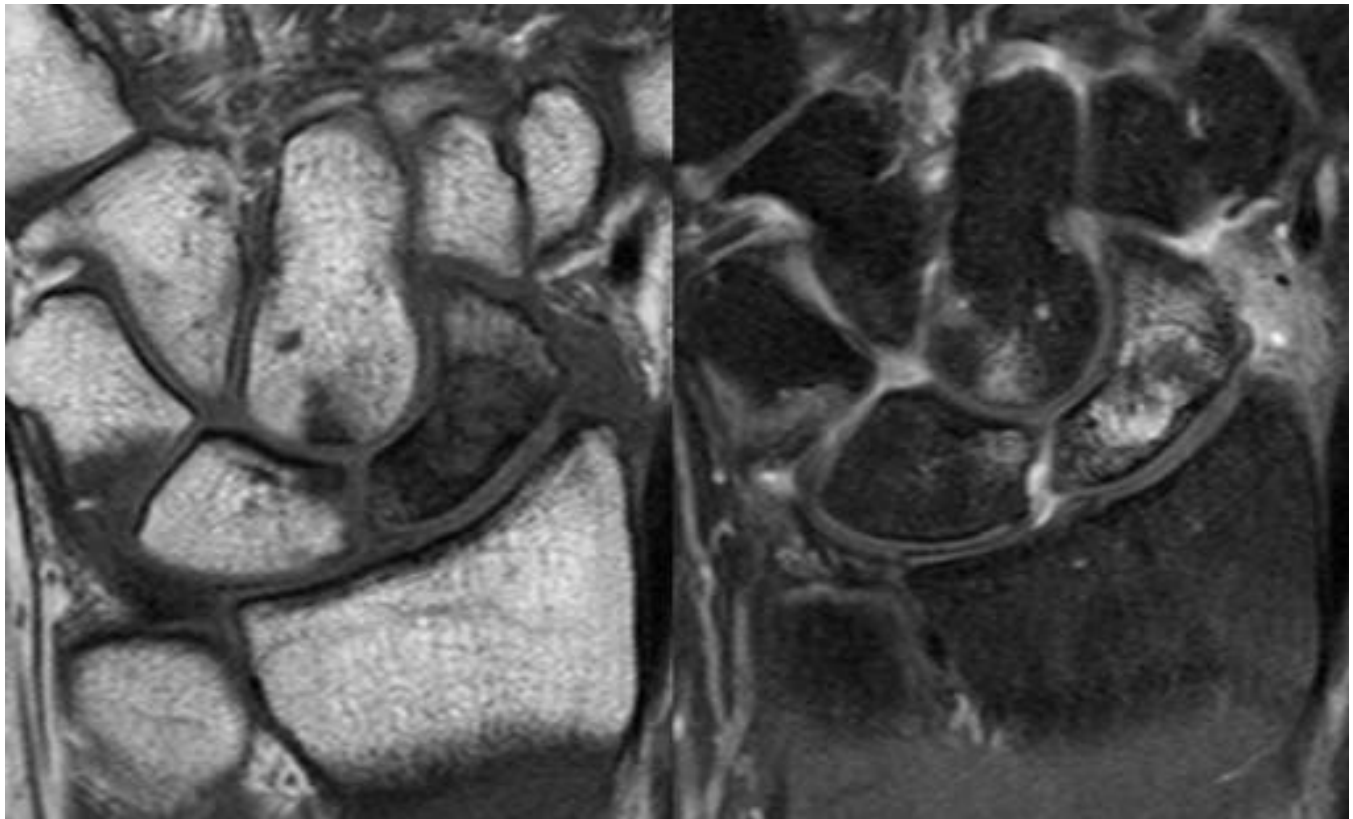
RM de carpo, secuencias potenciadas en T1 sin contraste (izquierda) y DP con supresión grasa (estudio realizado con CIV demuestra la captación de contraste por parte de ambos fragmentos lo que indica viabilidad y descarta necrosis).
